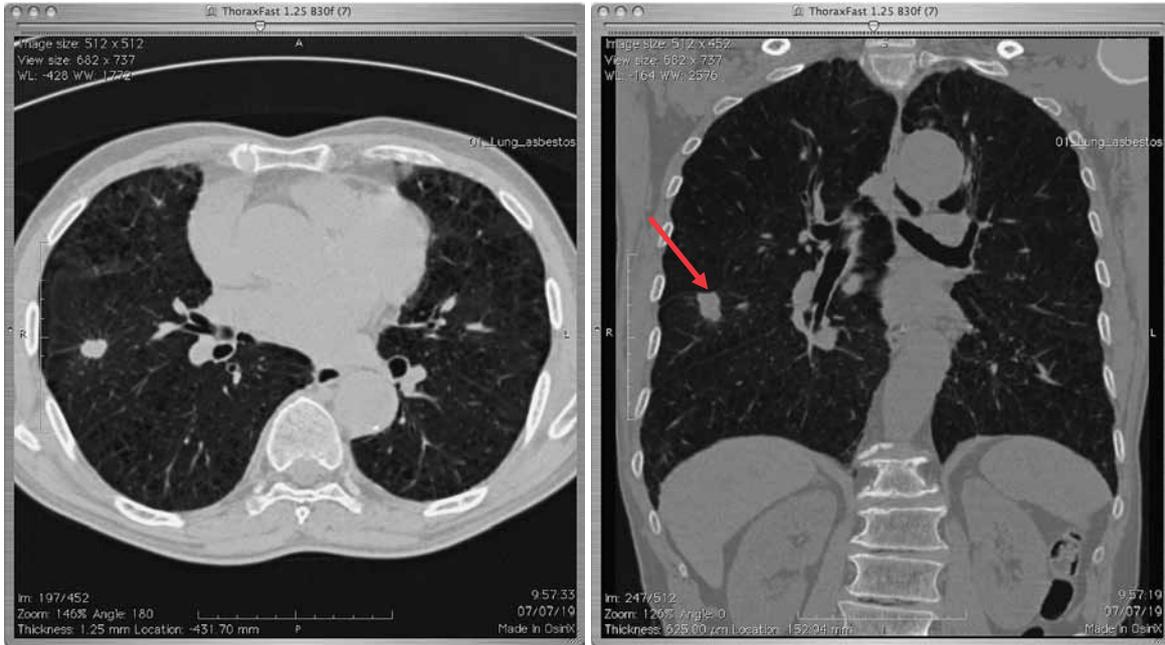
左：CT画像（肺野条件） 右：CT再構成画像（冠状断）
